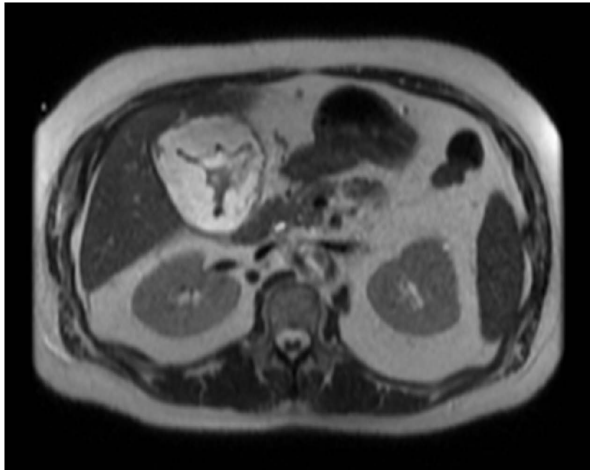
a. 緊急手術前のMRI画像、胆嚢壁の著明な浮腫状変化を認めた。
